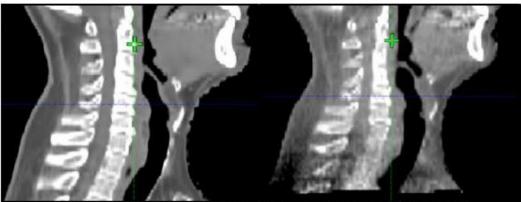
Ejemplo de registro deformable. (a) Referencia (CT) (b) Imagen deformada (CBCT)
